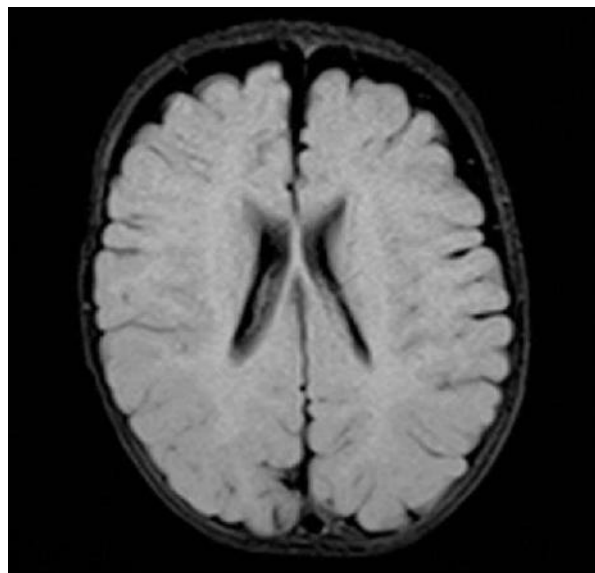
МРТ головного мозга: умеренное расширение боковых желудочков и подпаутинных пространств, истончение мозолистого тела
